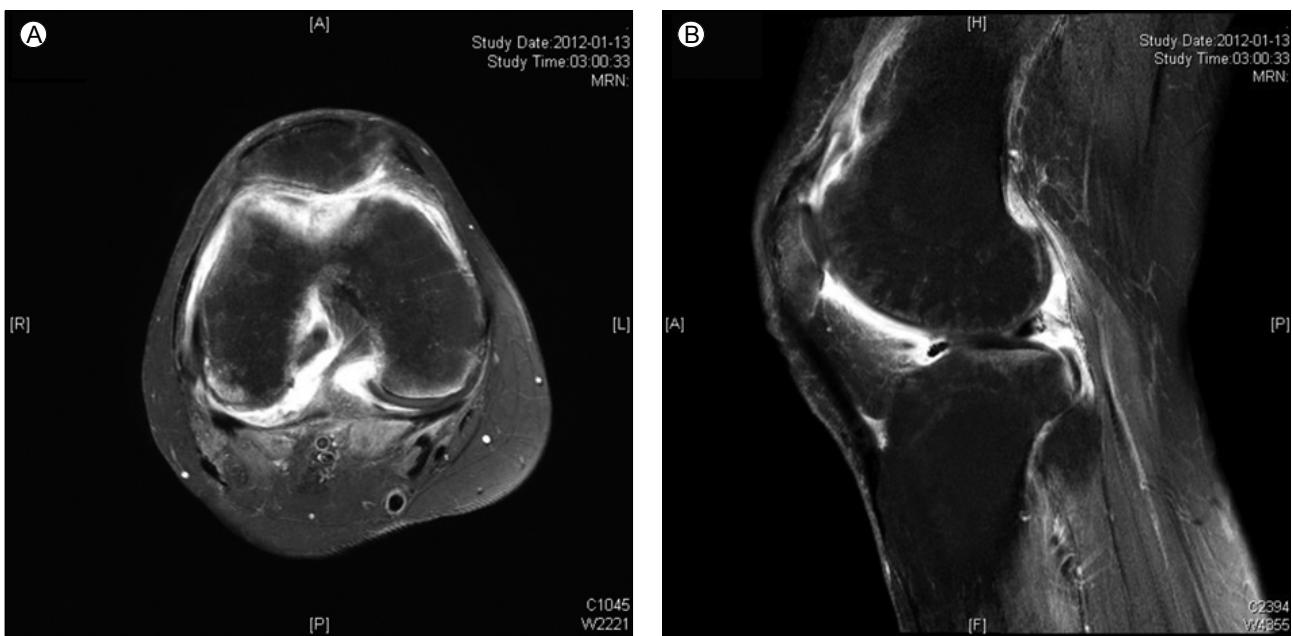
Magnetic resonance image of the right knee shows diffuse synovial enhancement. (A) T1-weighted contrast-enhanced fat-suppressed axial image. (B) T1-weighted contrast-enhanced fat-suppressed sagittal image.
